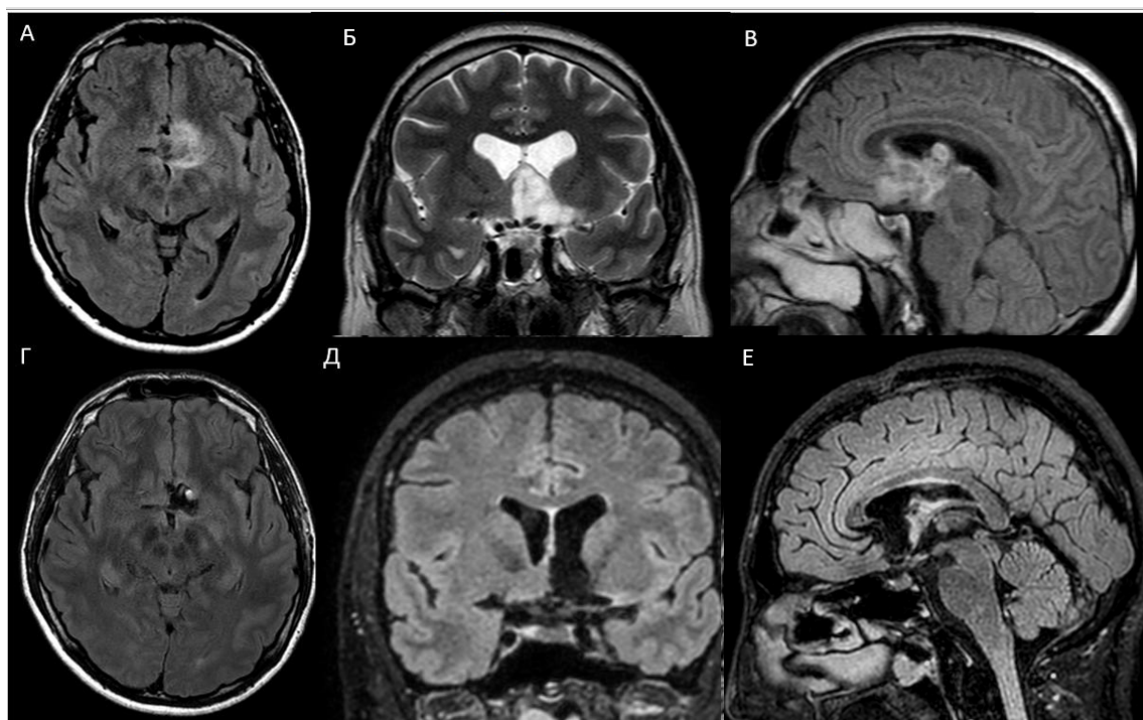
МР-изображения головного мозга пациента с диффузной глиомой базального переднего мозга с ростом по прозрачной перегородке в боковой желудочек. А, Б, В – МРТ до операции; Г, Д, Е – МРТ после операции. А, В, Г, Д, Е – в режиме T2 Flair, Б – в режиме T2
